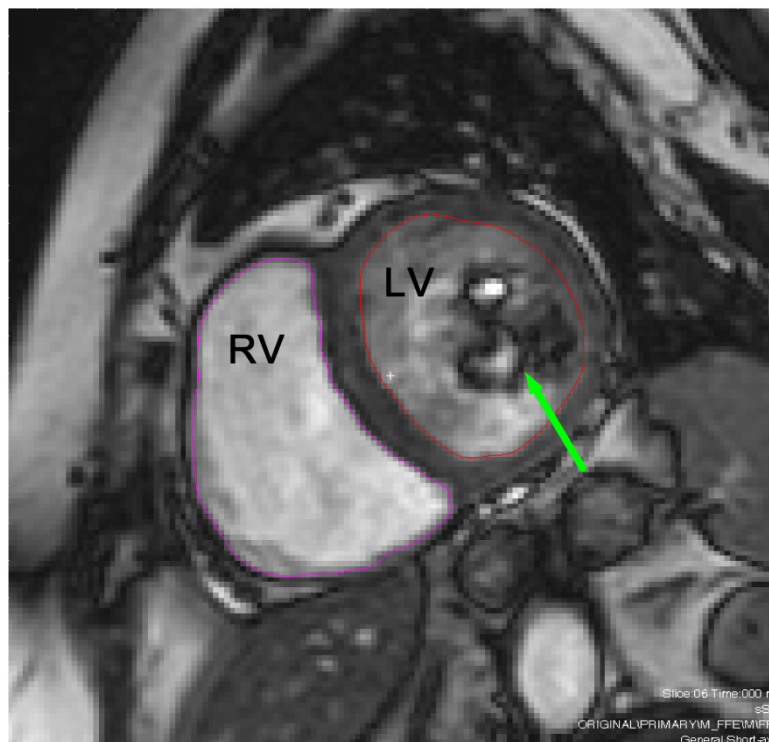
Kurzachsen-Ansicht in der cine-MRT. Der rechte Ventrikel (violett, RV), der linke Ventrikel (rot, LV) und das MC-bedingte Artefakt (grüner Pfeil).
